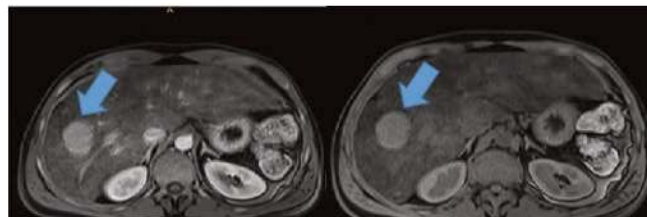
CT abdomen lesión segmento VIII. Fase arterial (izquierda) y fase venosa (derecha).
